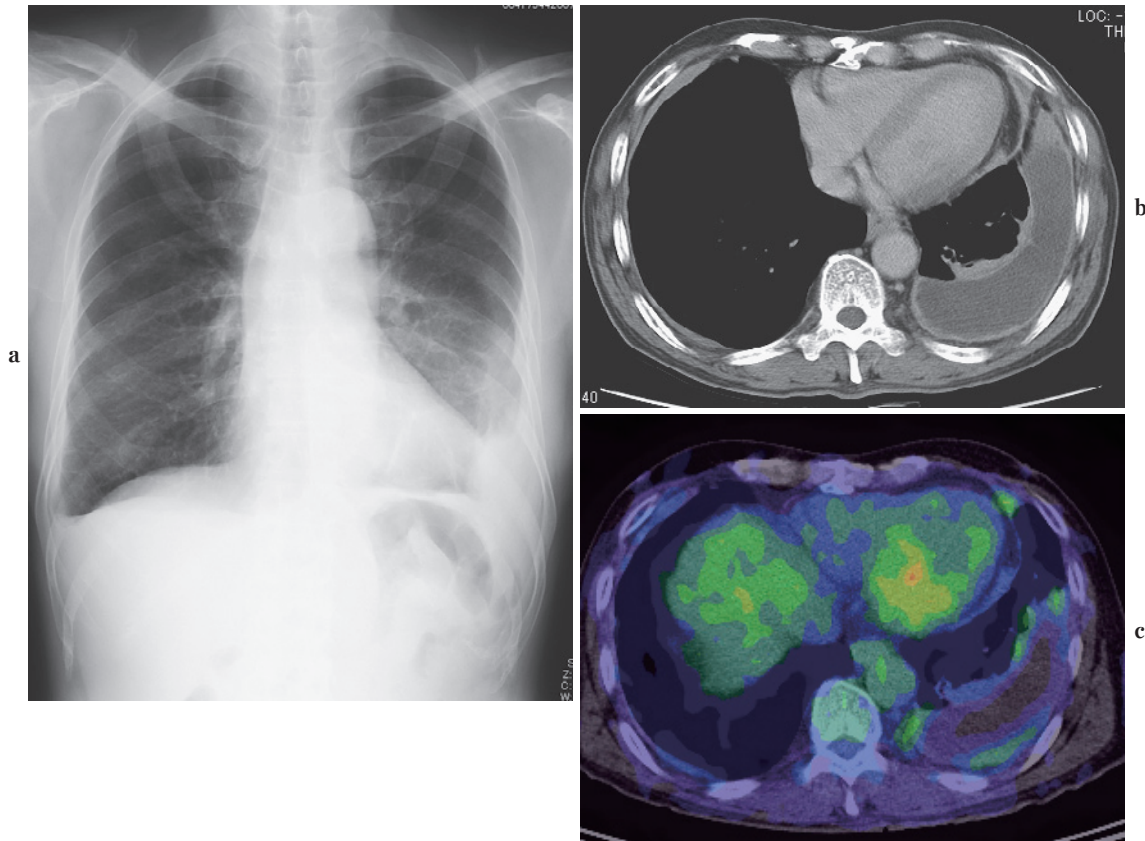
Asbestos pleurisy. a. A chest X-ray film shows left pleural effusion. A small amount of pleural effusion and pleural adhesion can be seen in the right side. b. CECT shows bilateral pleural thickening. Pleural thickening extended to the mediastinal side on the left. The final pathologic diagnosis was fibrous pleuritis on both sides. Follow-up CT studies over 3 years did not show any progression of pleural thickening. c. FDG-PET/CT shows low uptake of FDG by thickened pleura.
